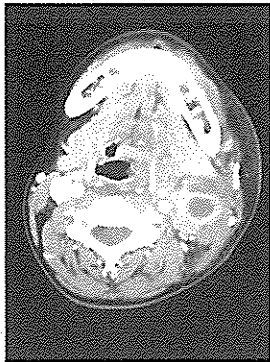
측인두근막간극 농양 환자의 CT 상으로 좌측 내경정맥이 관찰되지 않는 소견
